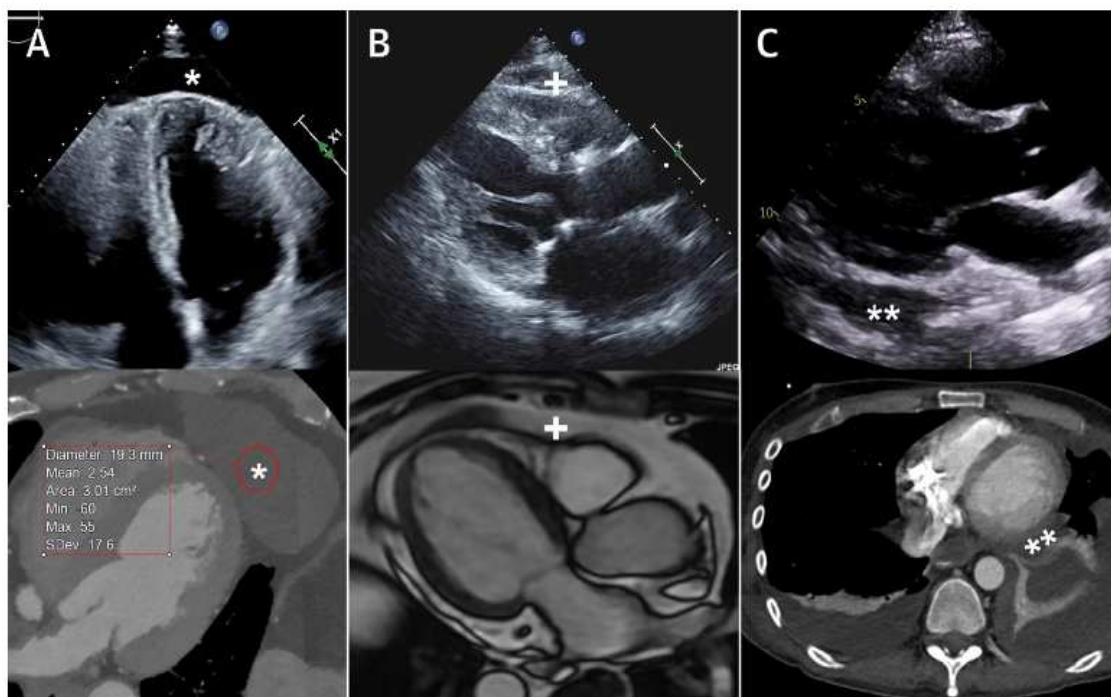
esempi di mimickers. (A) Cisti pericardica (*) che si presenta come un versamento pericardico all'ecocardiografia transtoracica (in alto), meglio caratterizzata alla TC cardiaca (in basso). (B) Grasso pericardico prominente (+) che simula un PE all'ecocardiografia transtoracica (in alto), meglio caratterizzato alla risonanza magnetica cardiaca (in basso). (C) Versamento pleurico () con atelettasia polmonare che dà l'aspetto di un PEff. Fonte: JACC, vol.17, n.8 (Klein et al., 2024b) pag.963
